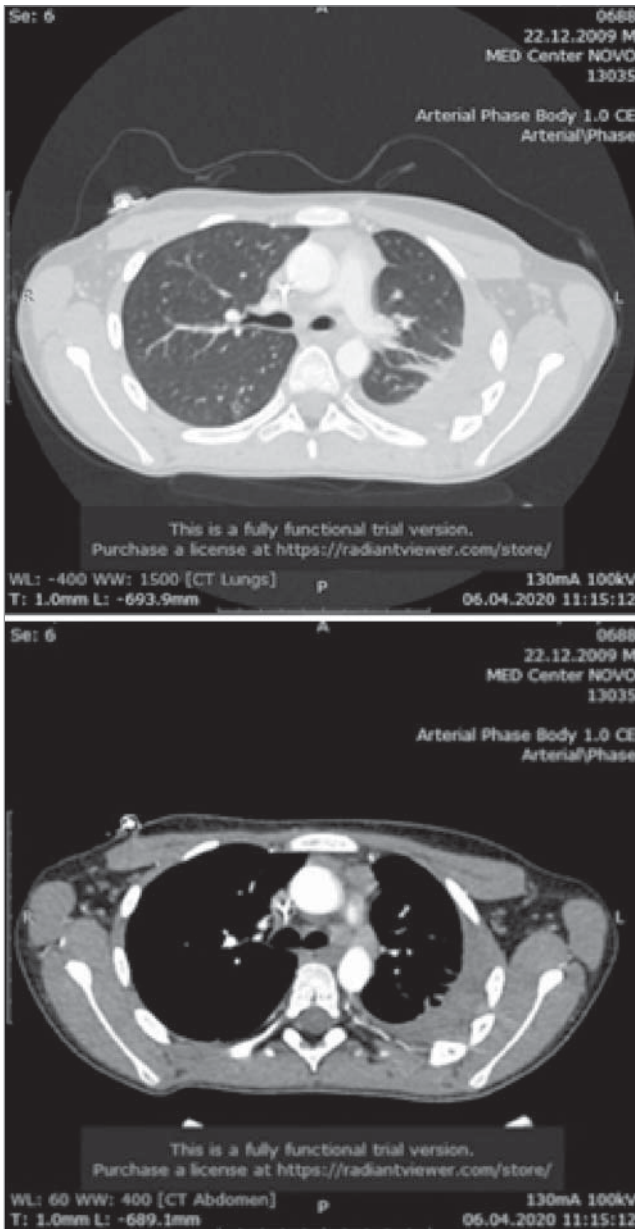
КТ від 06.04.2020. Позитивна динаміка: зменшення розмірів вогнища S6 правої легені, лівобічного гідротораксу (з формуванням осумкованого плевриту) і компресійних ателектазів задніх відділів лівої легені
